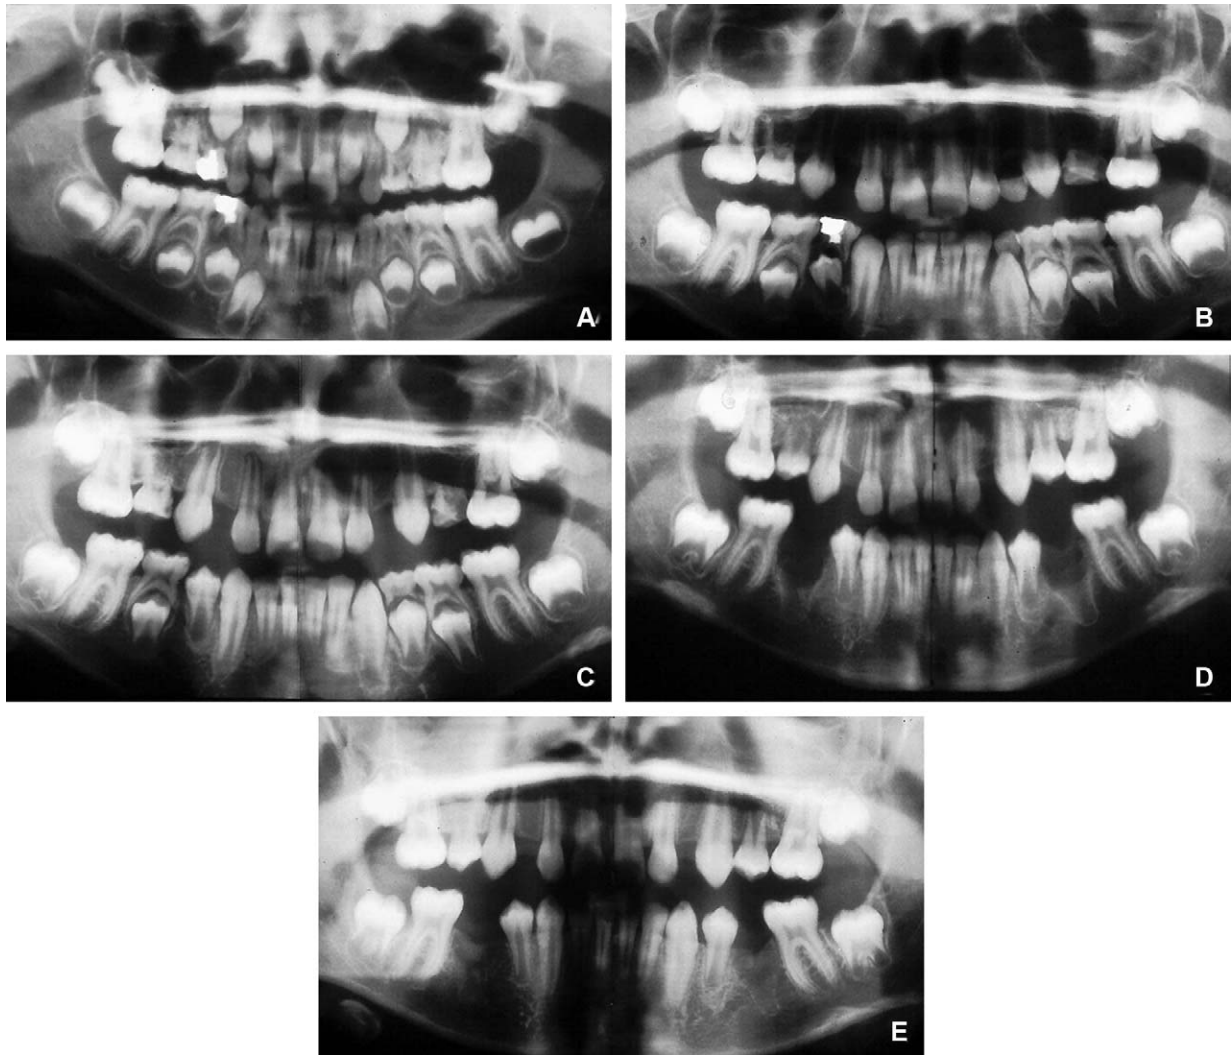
(A à E) Agénésie de 14, 15, 24 et 25. Suivi radiographique d'année en année jusqu'à ce que l'édification radiculaire de 34 et 44 soit suffisante pour les transplanter dans de bonnes conditions en situation de prémolaires maxillaires, avant traitement orthodontique.
